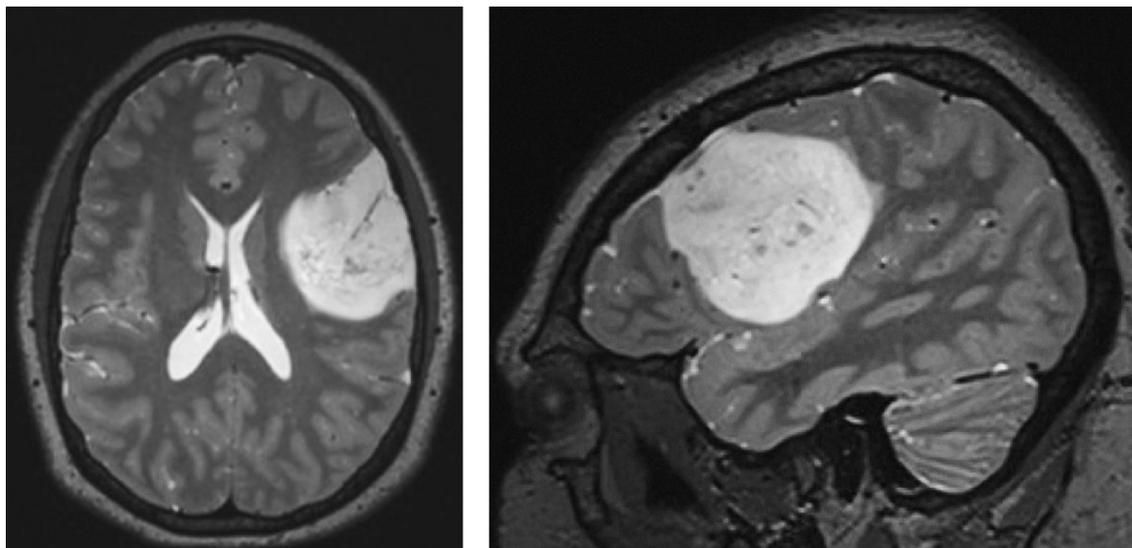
基底部位位于皮层且无增强的低级别胶质瘤的典型影像学表现。 MRI T2 加权像上表现为高低混杂信号并伴有点状钙化，这符合少突胶质细胞瘤的诊断。
